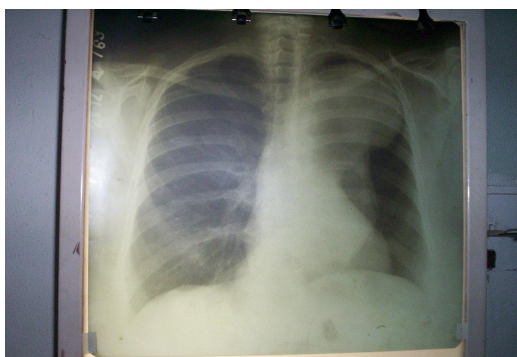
Radiografía de tórax. Gran dilatación de la aorta torácica descendente de tipo sacular.
